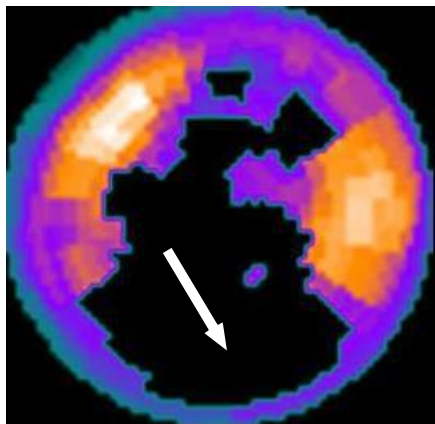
Постинфарктная аневризма задней стенки левого желудочка: вид во время операции (А); однофотонная эмиссионная томосцинтиграфия миокарда (Б).
